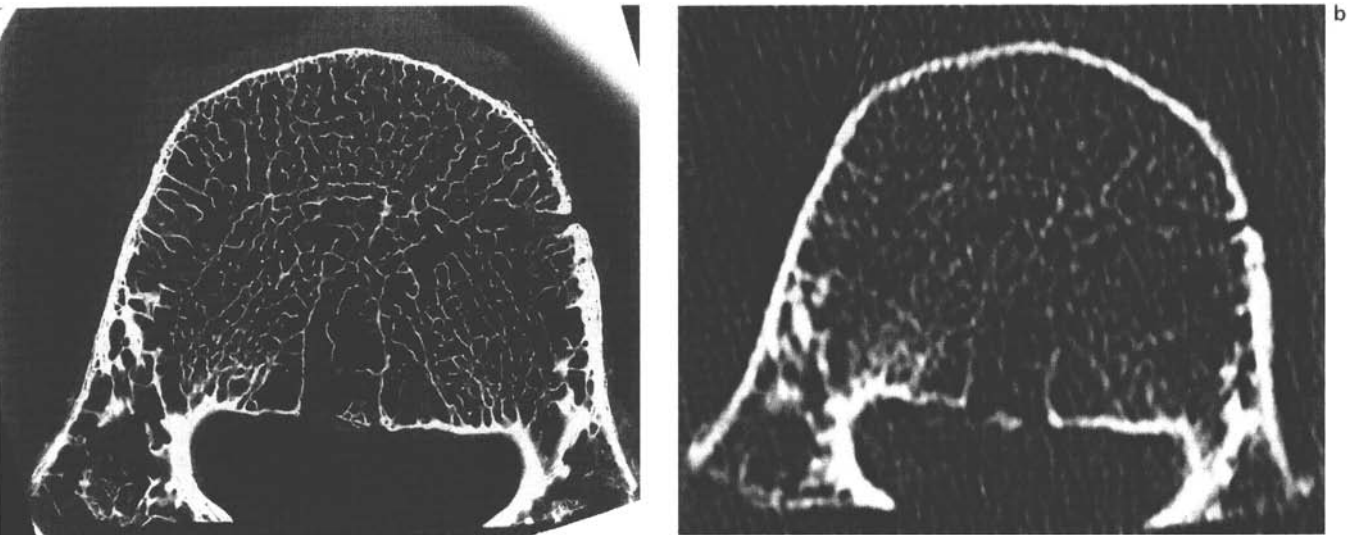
1,5-mm-Schnitt ([a] Kontaktradiogramm, [b] korrelierender CT-Schnitt), gleiches Gerät wie Abb. 1b. Auch auf diesem Bild sind lediglich größere Strukturen wie die Kompaktkontur oder Venenkanälchen real dargestellt. In Kenntnis des Kontaktradiogrammes läßt sich vielleicht eine bestimmte Anordnung der Trabekelzüge in das CT-„hineinsehen“, die Identifizierung einzelner Spongiosastrukturen gelingt jedoch nicht. Das Bild ist noch stärker verrauscht als der 3-mm-Schnitt. Die durch das Rauschen bedingte Grundtextur täuscht in spongiosafreien Partien Spongiosa vor.
